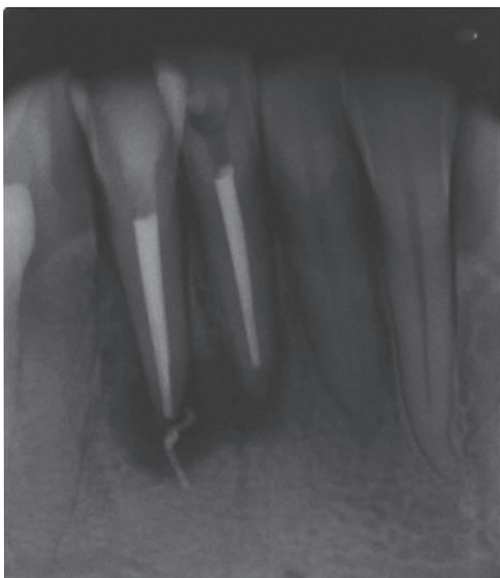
Imagem radiográfica periapical do tratamento endodôntico finalizado nos dentes 41 e 42, antes do procedimento cirúrgico
